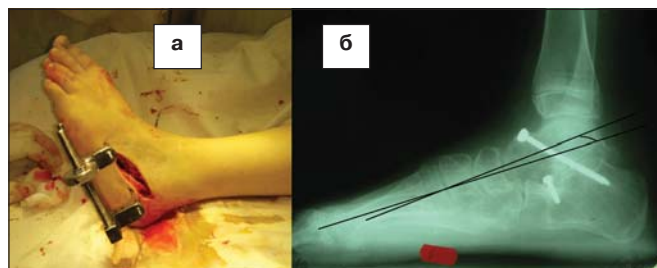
а) Інтраопераційний вигляд застосування апарату, б) фотовідбитки рентгенограми стопи у хворого Г. після операції в боковій проекції в навантаженні: нормалізований таранно-1 плесновий кут становить 10°.
